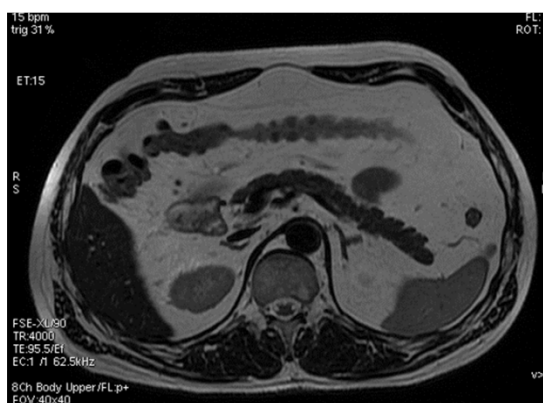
МРТ поджелудочной железы по T1 ВИ. Железа с неравномерно подчеркнутым рельефом, в области хвоста ограниченно утолщена
